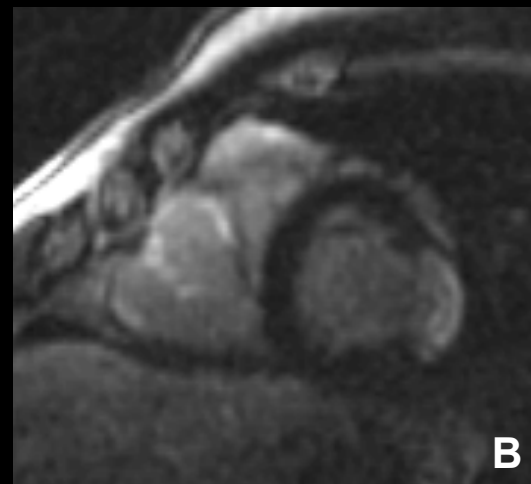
RM cardiaca, secuencia de cine RM en plano 3 cámaras.
